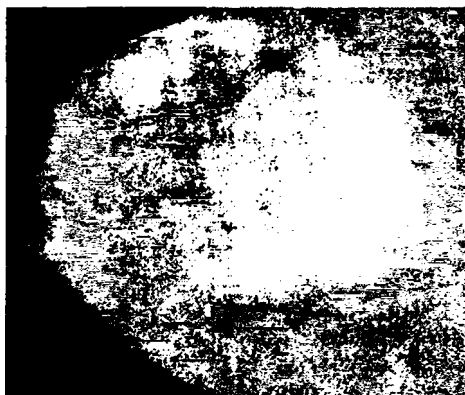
Фиброаденома молочной железы. В центре большая гомогенная тень с чёткими контурами (по М.И.Кузину)
